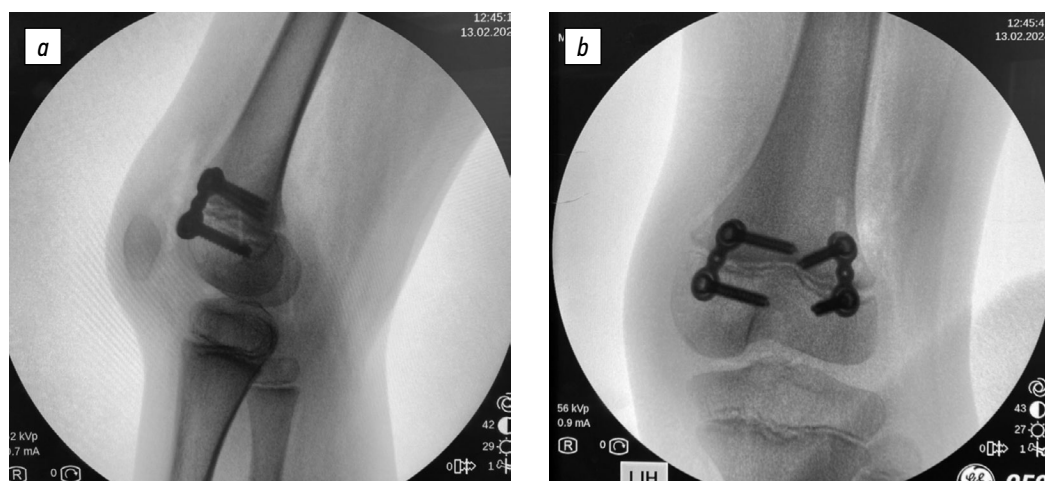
Рентгенограммы коленного сустава при временном гемиепифизиодезе переднего отдела бедренной кости: *а* — боковая проекция коленного сустава; *б* — прямая проекция коленного сустава.
